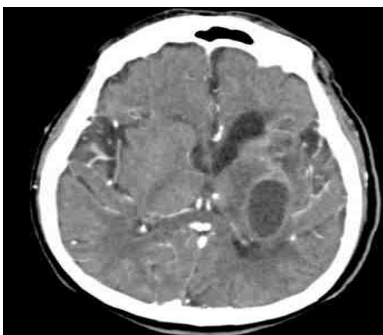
Tomografía computada de cráneo simple y contrastada se aprecia lesión hipodensa con realce de halo circundante a la administración de medio de contraste en región talámica posterolateral izquierda.
